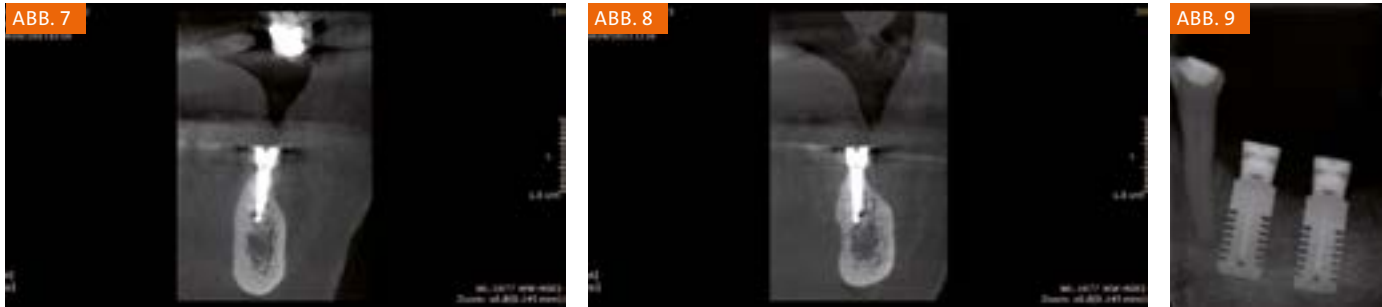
CBCT-Scan nach 6 Monaten (koronaler Querschnitt in Regio 3.6).
